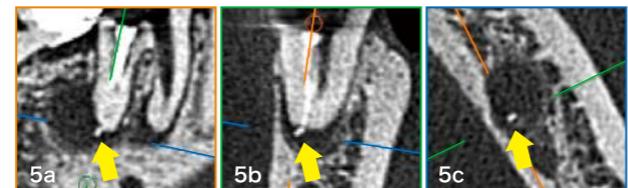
デンタルでは厚い皮質骨の不透過性によってガッタバーチャは映ってこないかもしれません、歯科用CTでは映っている。
